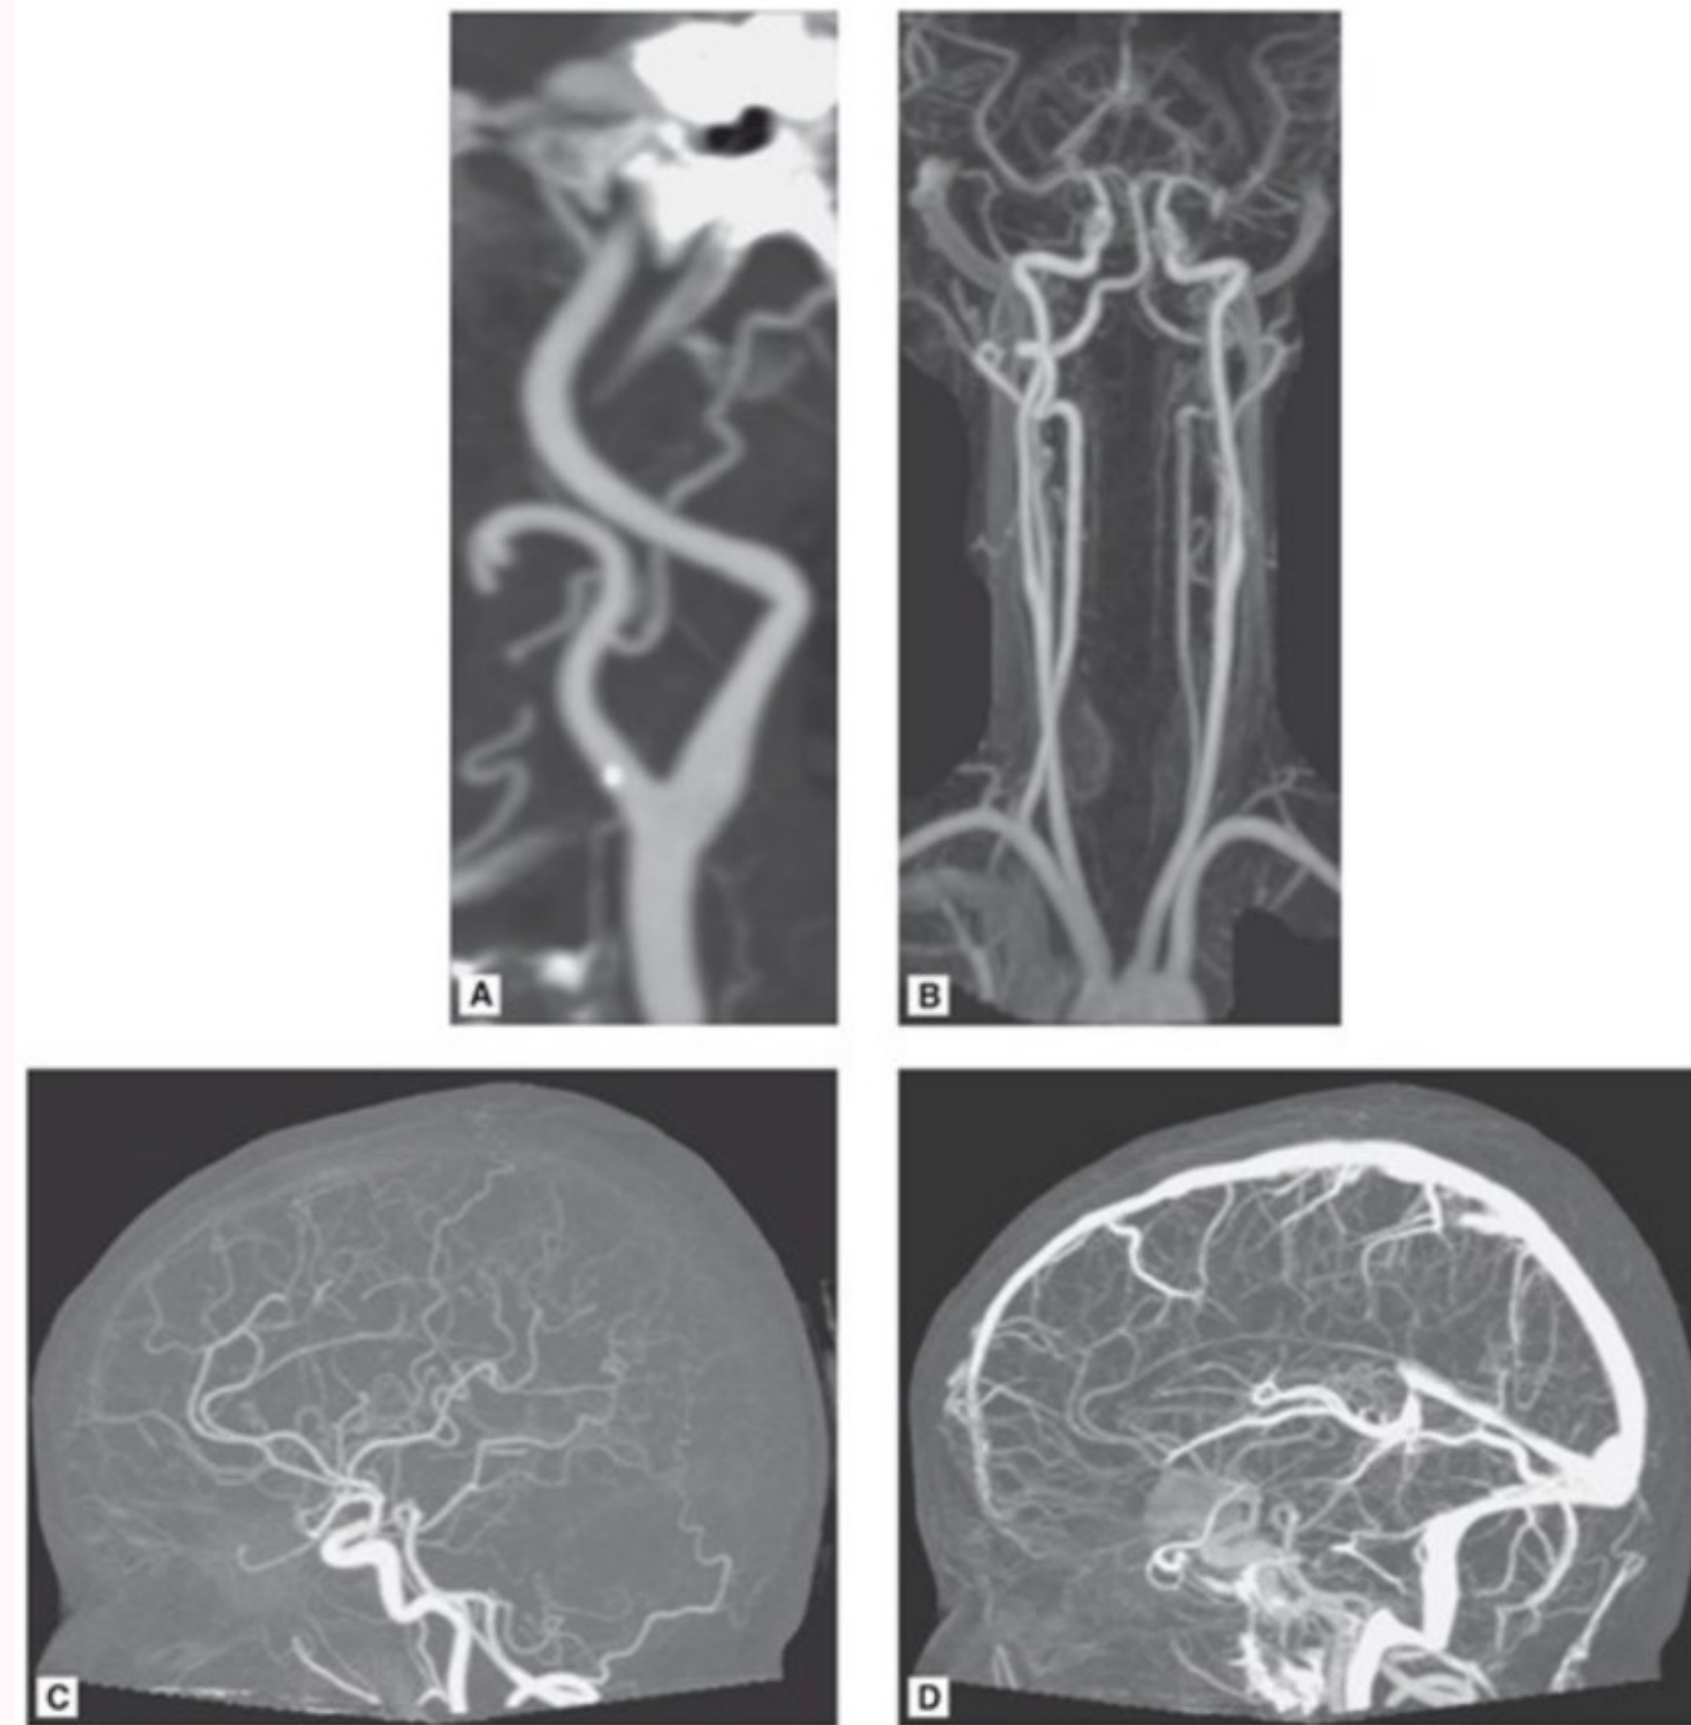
Imagen por resonancia magnética.
